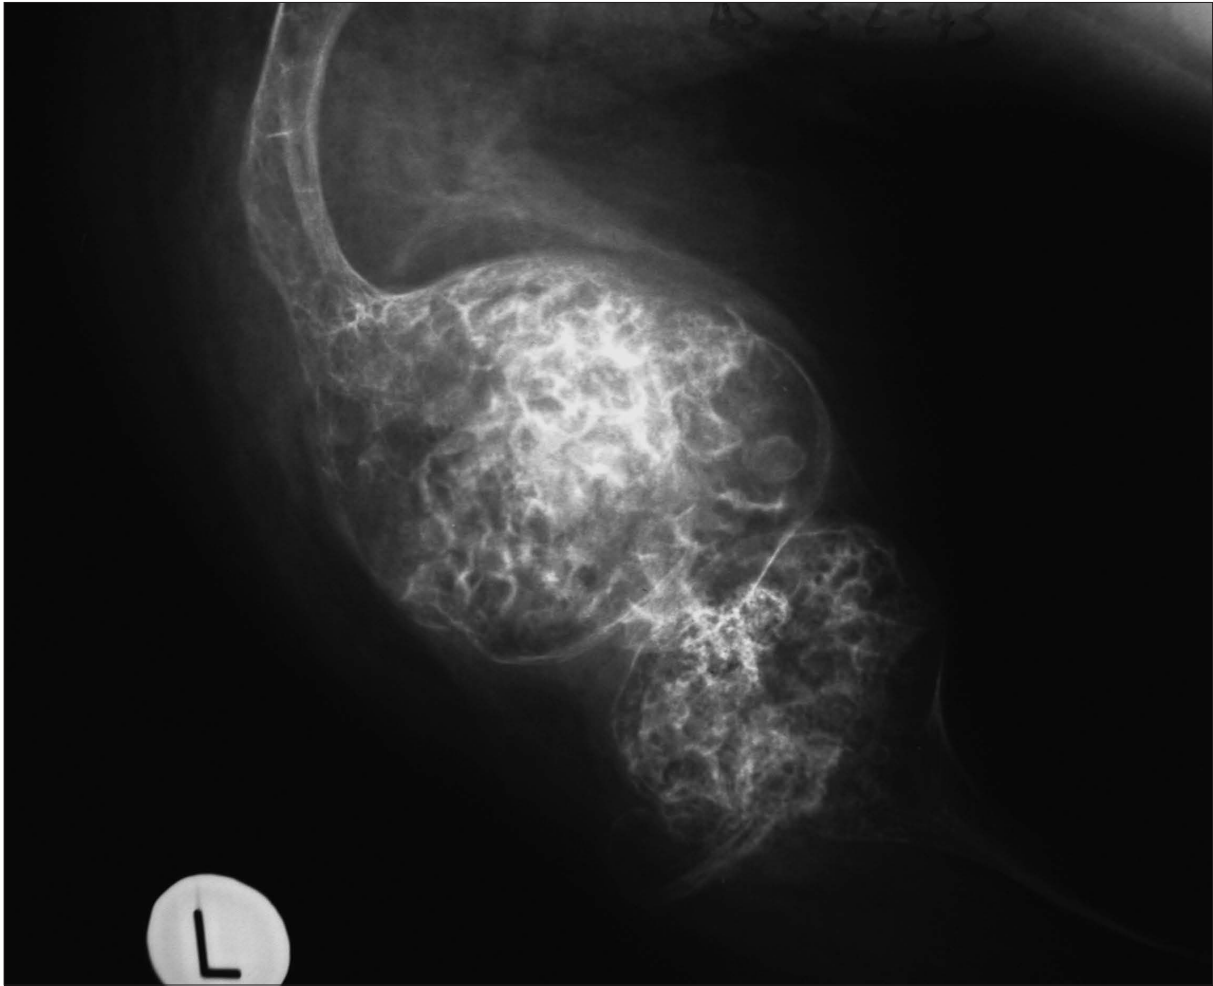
Imágenes en palomitas de maíz (líneas escleróticas que se ven en las radiografías y que representan los platillos de crecimiento fragmentados).
